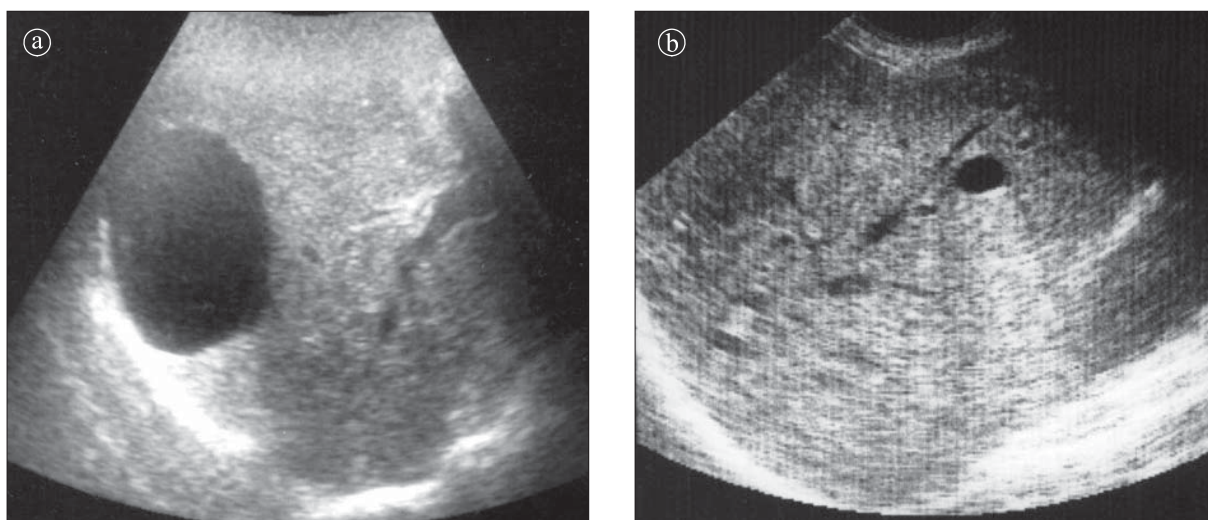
Ecografie. Chist hepatic simplu a) în segmentul VII b) în segmentul V
